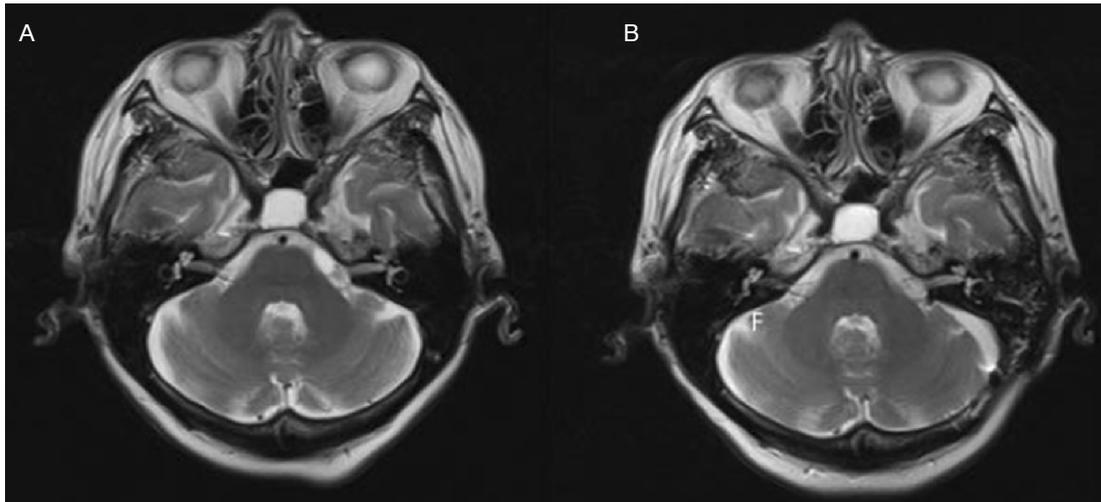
A. Estudio de resonancia magnética prequirúrgica ponderada en T2 en corte axial que muestra una lesión quística en el ángulo pontocerebeloso derecho, en contacto con la emergencia del nervio trigémino. B. Imagen posquirúrgica ponderada en T2 en corte axial que muestra cambios posquirúrgicos por abordaje retrosigmoideo izquierdo, sin evidencia de lesión por resección.
